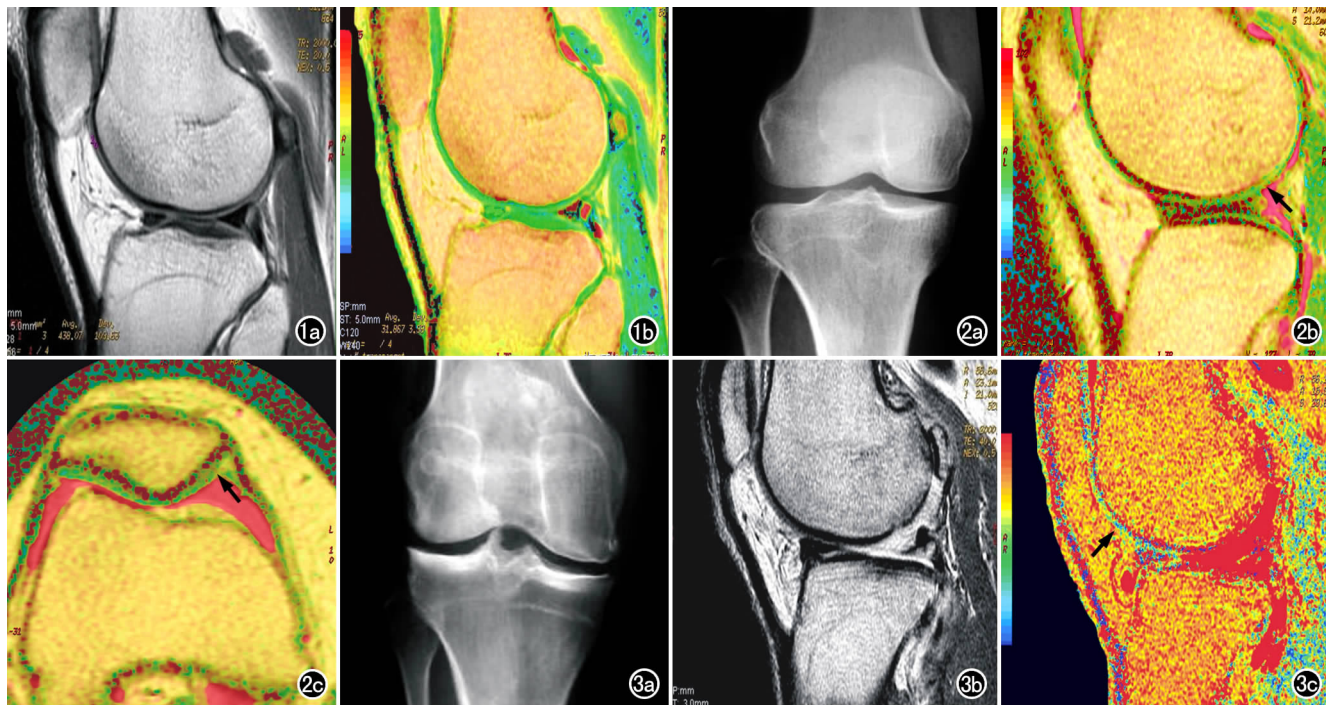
正常膝关节。a) 常规 T_2 WI 示膝关节周围骨质和软骨连续, 未见异常信号; b) T_2 -mapping 图像示股骨、胫骨和髌软骨连续均匀, 色阶呈绿色。图 2 轻度 OA。a) CR 平片胫骨髁间突及内髁骨质稍变尖; b) T_2 -mapping 像示关节软骨变薄, 内部信号增高、混杂不均(箭); c) 髌骨横轴面 T_2 -mapping 像示髌软骨内见斑块状高 T_2 值区(箭)。图 3 重度 OA。a) 平片示关节周缘骨质增生明显, 软骨下骨质硬化; b) 常规 T_2 WI 示股骨后缘关节软骨缺如; c) T_2 -mapping 图像示股骨前缘和髌软骨变薄, 内部信号混杂不均匀, T_2 值增高, 色阶明显增高呈黄色(箭)。
